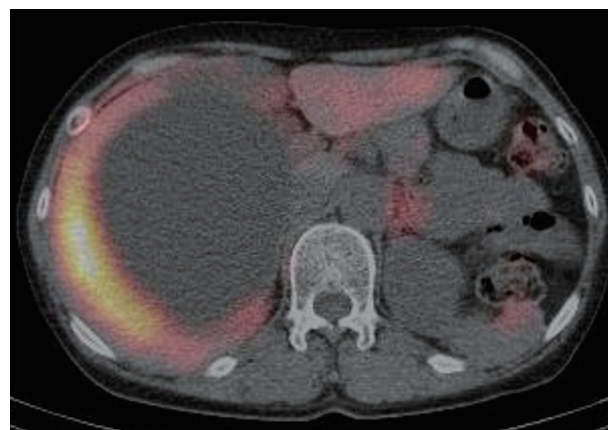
^{131}I -MIBG scintigraphy shows a higher ring-like concentration along the cyst wall.
